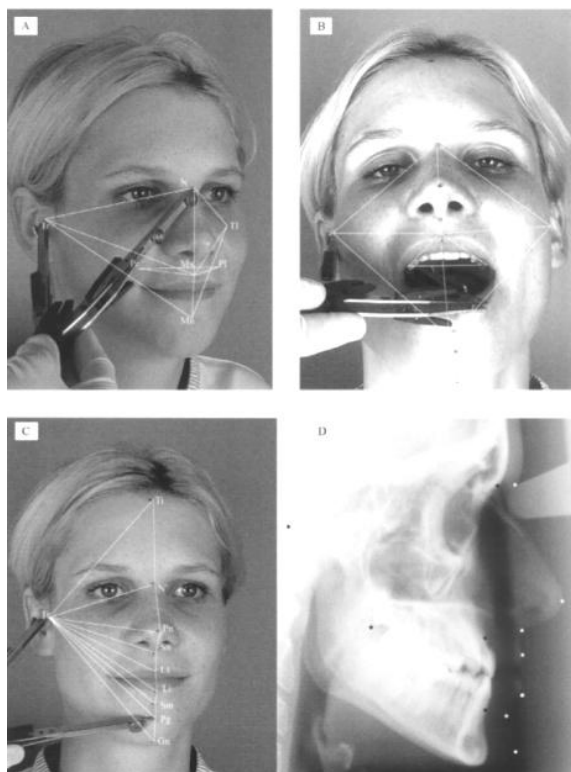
Mediciones antropométricas con calibre (A,B,C) telerradiografía lateral con marcadores para puntos en tejidos blandos (D) (Landes y cols. 2002).
